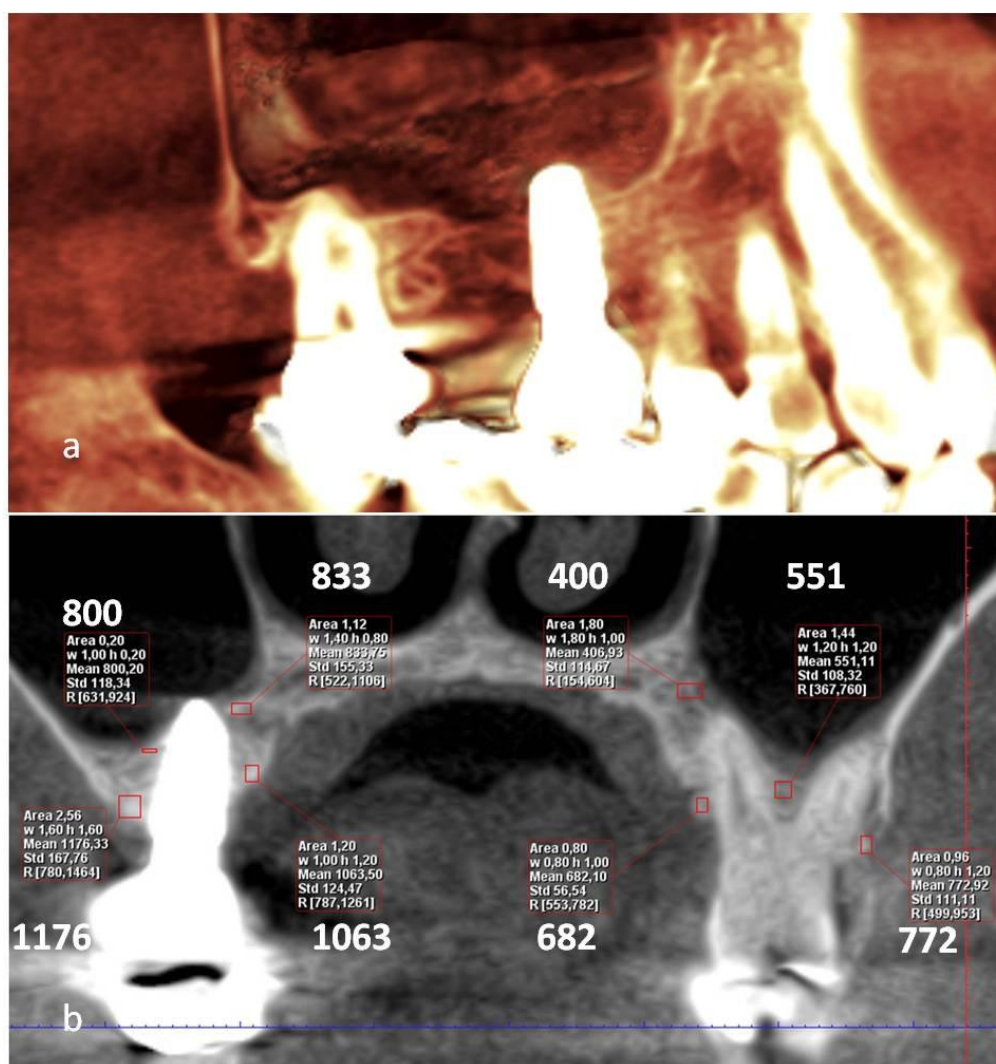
15. Fragment din CBCT la 5 ani postoperatoriu. a. Aspectul volumetric în sectorul implantului, b. densitatea osului periimplantar comparativ cu sectorul similar peridentar din partea opusă.
